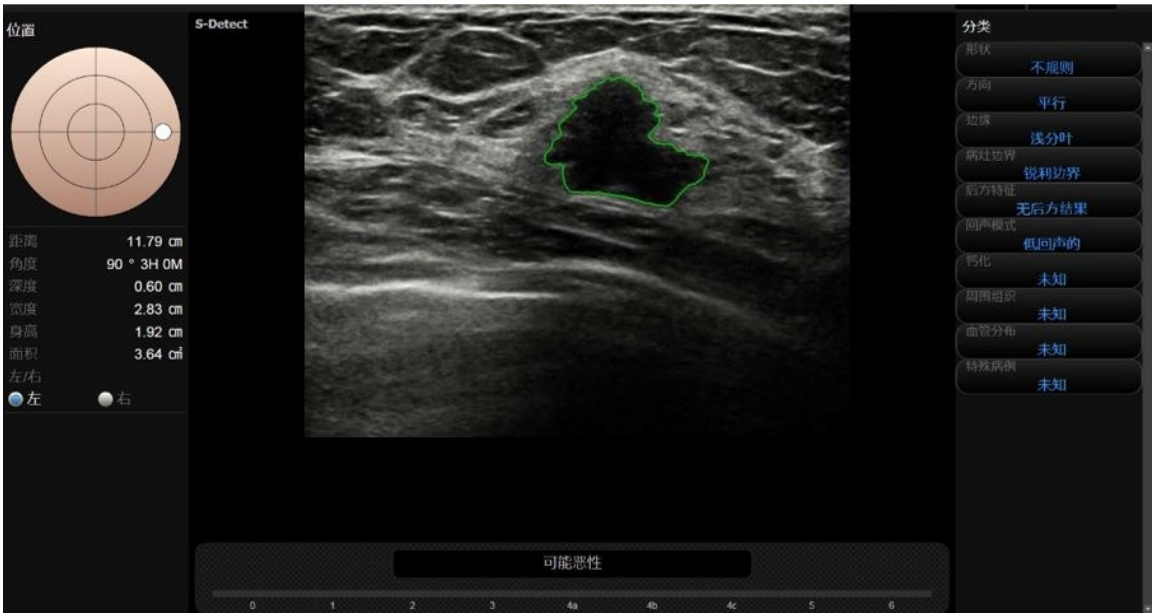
利用 S-Detect 技术自动分析超声特征并进行最终评估
